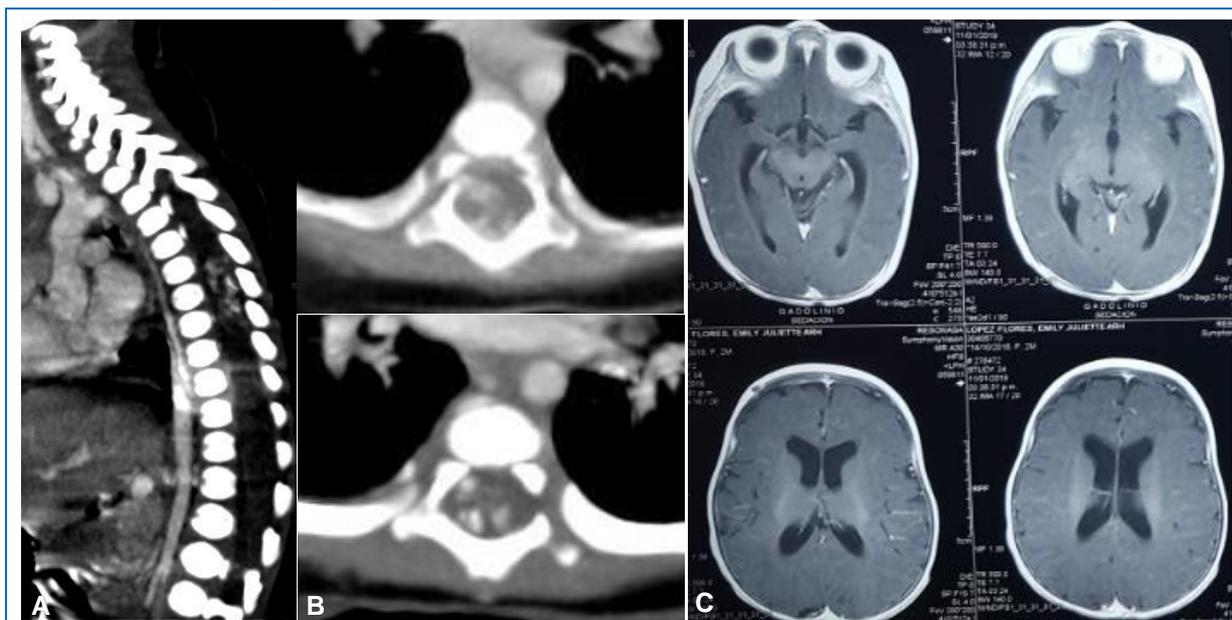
Tomografía (TEM) de columna vertebral dorsal con contraste en corte (A, B) sagital y axial donde se observa masa circunscrita heterogénea con hiperdensidad en patrón moteado, sin erosión ósea, a nivel intrarraquídeo en los segmentos de T7 a T9. (C) Resonancia magnética cerebral (RMN) sin alteraciones significativas.
